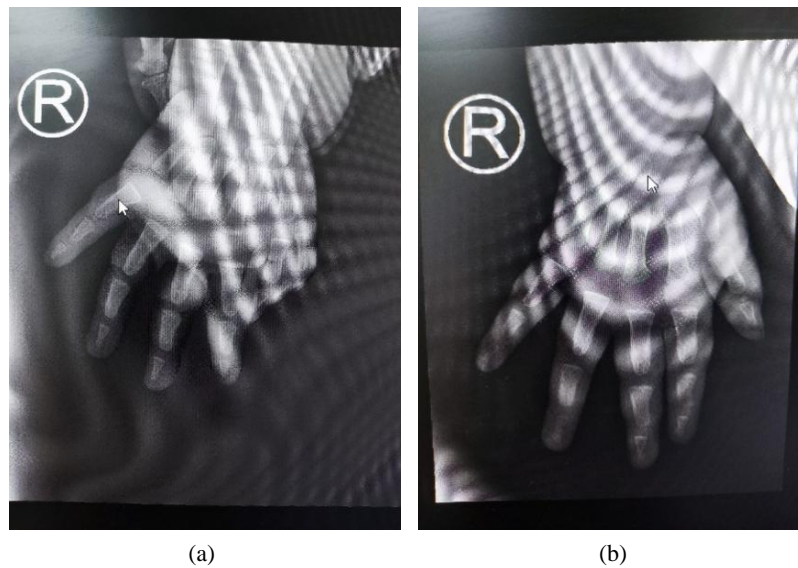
(a) Preoperative X-ray; (b) X-ray 1 month after surgery
